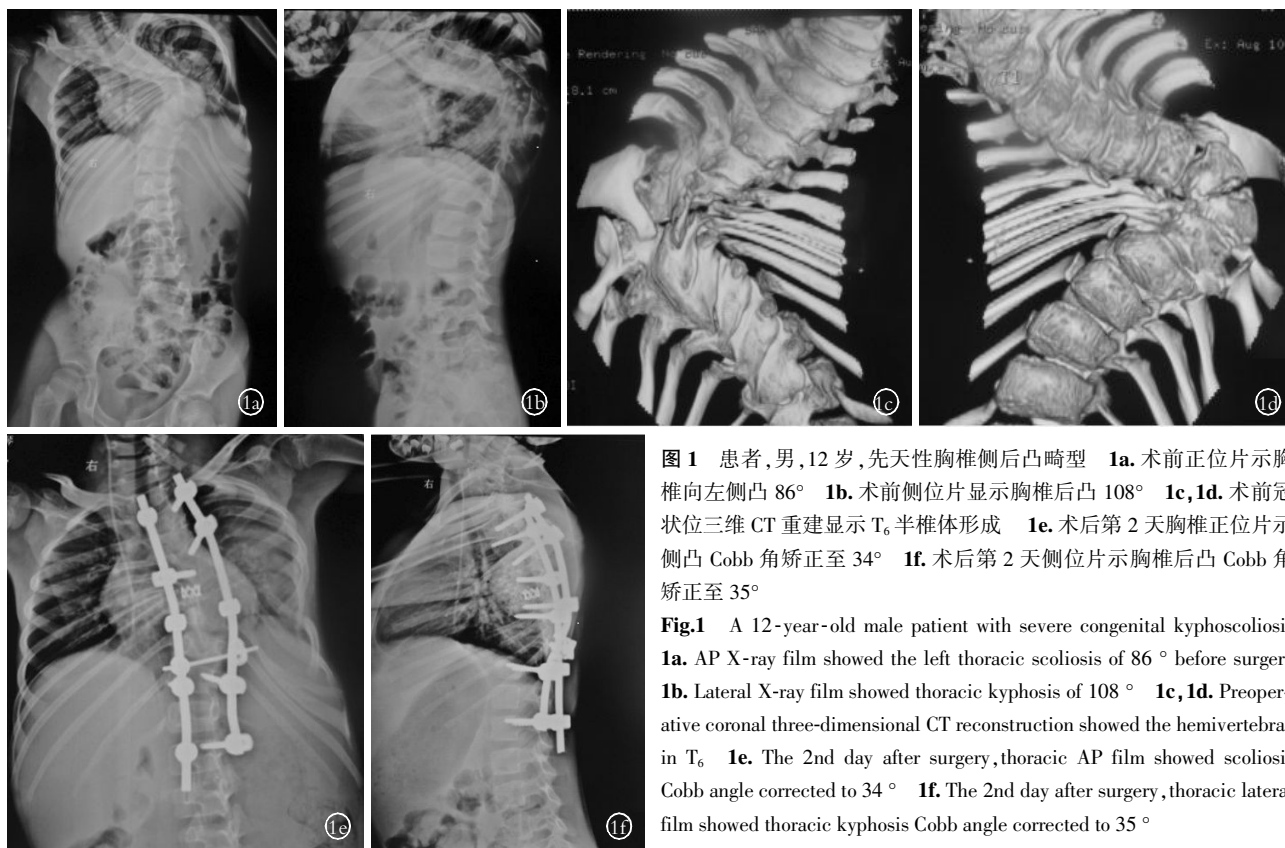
患者,男,12 岁,先天性胸椎侧后凸畸形 1a. 术前正位片示胸椎向左侧凸 86° 1b. 术前侧位片显示胸椎后凸 108° 1c, 1d. 术前冠状位三维 CT 重建显示 T<sub>6</sub> 半椎体形成 1e. 术后第 2 天胸椎正位片示侧凸 Cobb 角矫正至 34° 1f. 术后第 2 天侧位片示胸椎后凸 Cobb 角矫正至 35°
